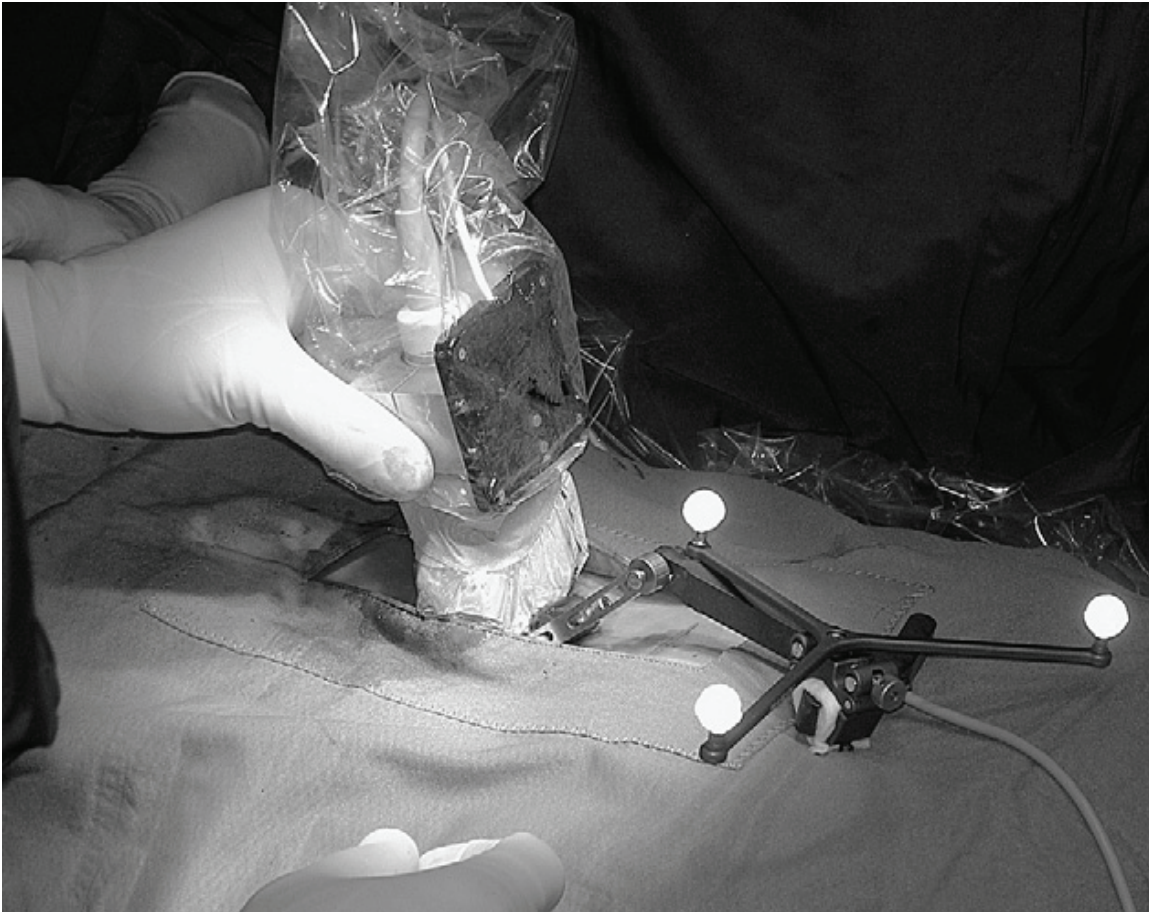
Acquisition d'images avec la sonde à ultrasons et son marqueur attaché (tirée de S. Winter, I. Pechlivanis, C. Dekomien, C. Igel, et K. Schmieder, "Toward Registration of 3D Ultrasound and CT Images of the Spine in Clinical Praxis: Design and Evaluation of a Data Acquisition Protocol," *Ultrasound in Medicine & Biology*, vol. 35, no. 11, pp. 1773-1782, 2009. ©2009 Elsevier. Reproduit avec permission.)
